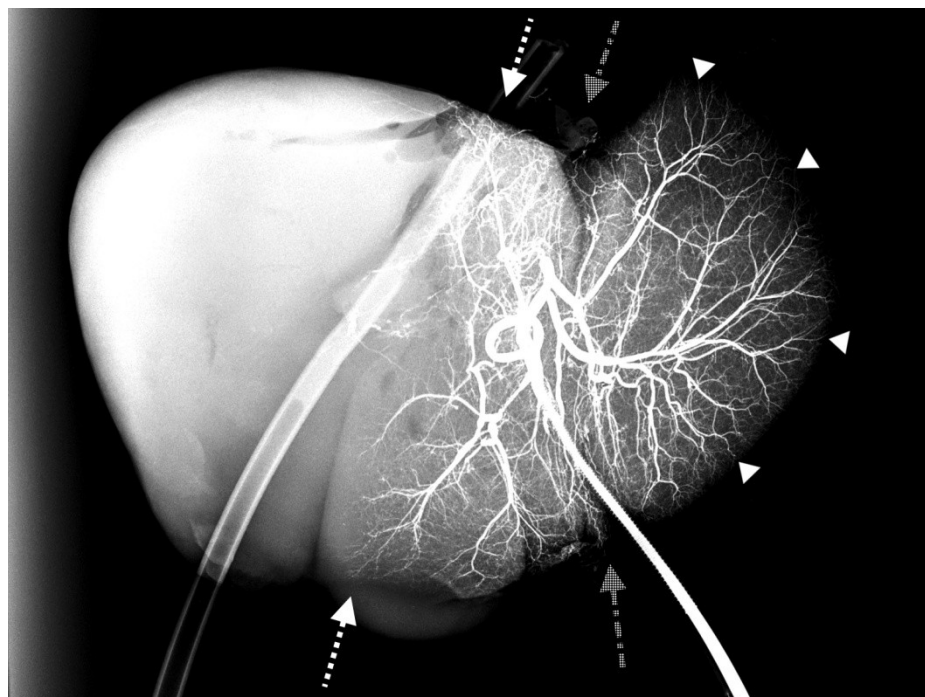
Архитектоника интраоргального артериального русла левой доли печени. Контрастное вещество введено через армированный сосудистый катетер в левую печеночную артерию. На снимке определяется ПХВ-дренаж, установленный в просвет фрагмента НПВ. Обозначения: белые треугольники – терминальные интраорганные артерии, не анастомозирующие между собой; белые стрелки с пунктирной линией - направление проекции линии Rex-Cantle; серые стрелки со штрих-пунктиром – место прикрепления серповидной связки. Рентгенограмма препарата № 10.
